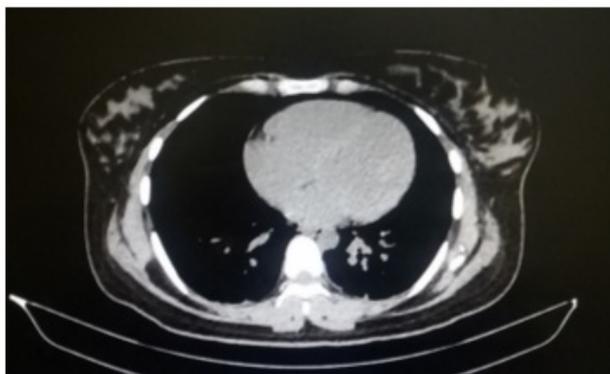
Corte de TAC de tórax, donde se observa neumotórax, neumomediastino y neumopericardio. Fuente: Correspondencia de los autores.
